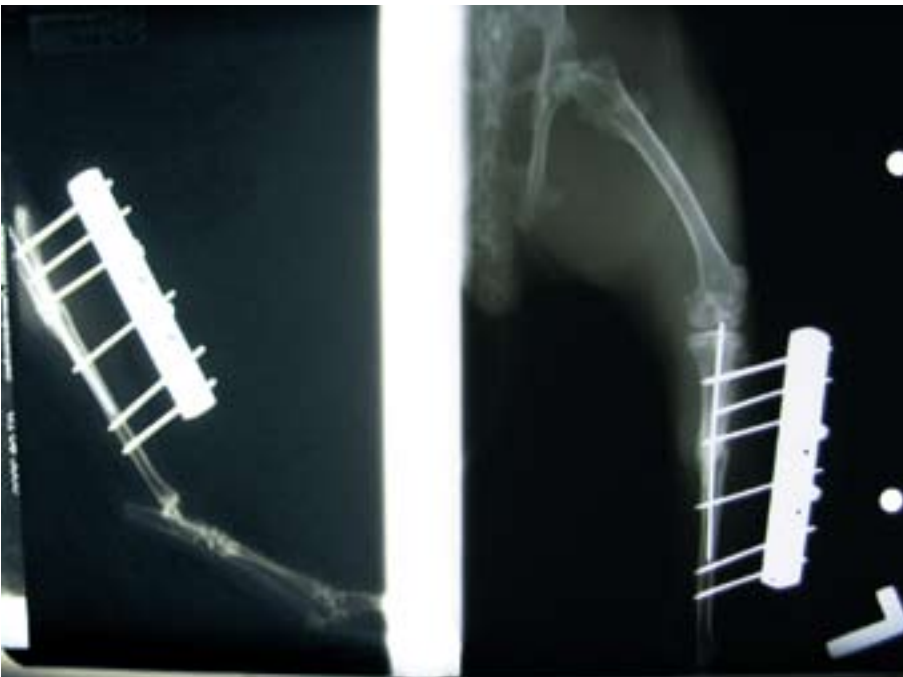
Röntgenkontrolle nach 6 Wochen
